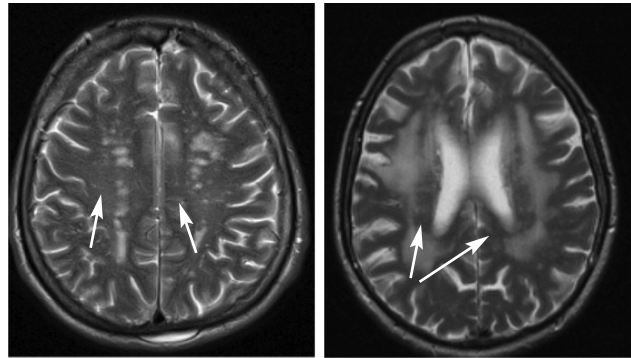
Множественные сосудистые очаги (слева) и лейкоареоз (справа) у пациента с СД 2 типа (по данным МРТ головного мозга)
